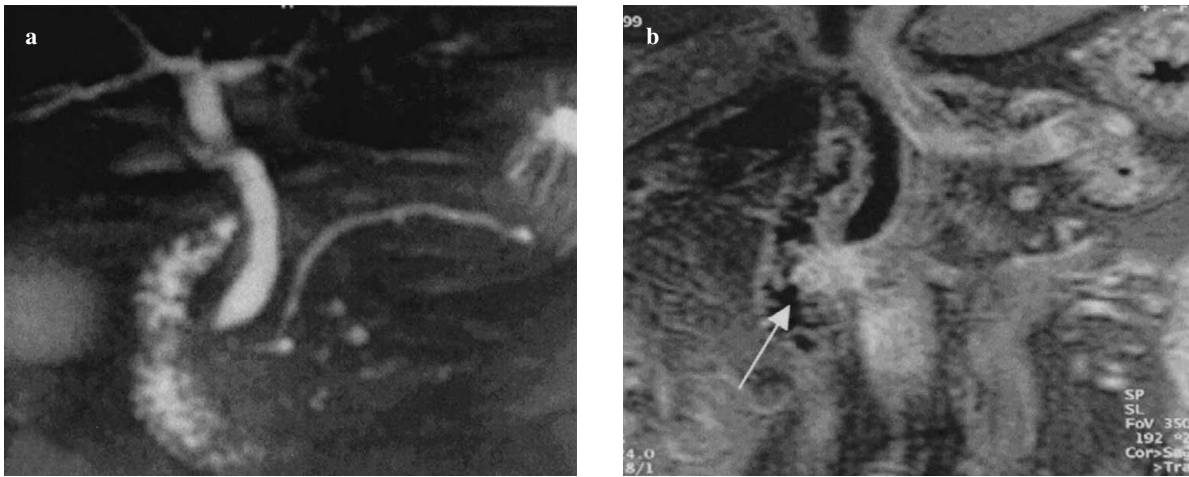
Adenocarcinoma of the pancreatic head mimicking a cholangiocarcinoma of the papilla. Magnetic resonance cholangiopancreatography (MRCP) (a) shows gradual tapering of the hepatocholedochus in the intrapancreatic tract. Coronal T1-weighted gradient-echo fat-suppressed (GRE-FS) sequence after contrast medium administration (b) better demonstrates a lesion with homogeneous and intense late enhancement (arrow) mimicking a cholangiocarcinoma of the papilla.
